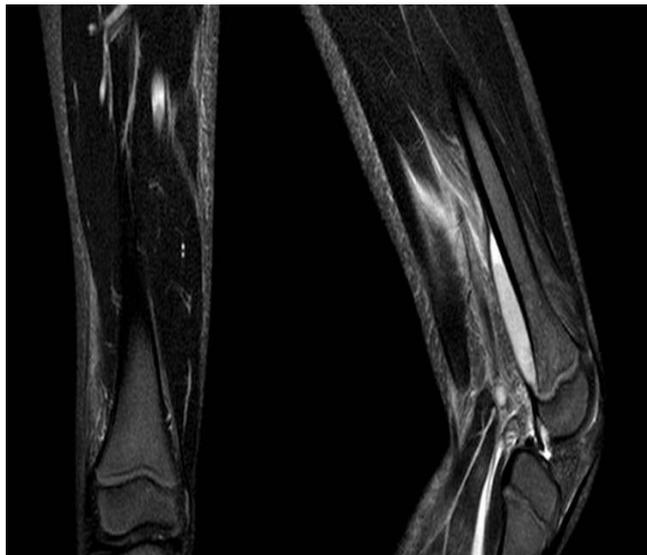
RMN coscia e gamba sinistra (sequenza STIR): Raccolta fluida subperiostale a livello della diafisi distale del femore sinistro ed edema dei tessuti molli del poplite e dei ventri muscolari del comparto postero-laterale della coscia
